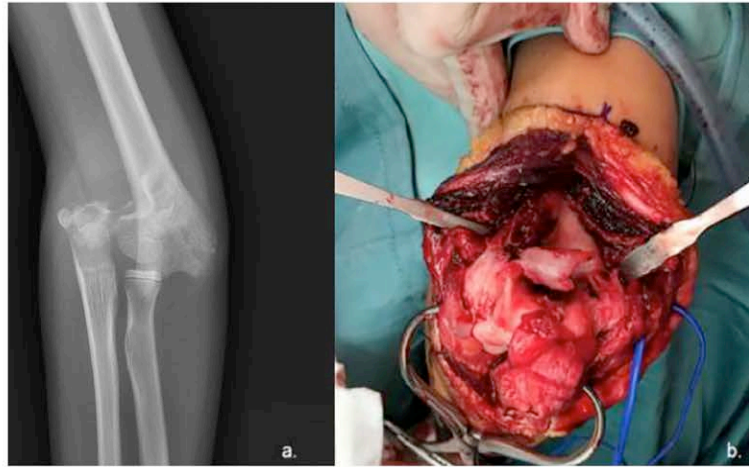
a. Antero-posterior X-ray showing a supracondylar elbow fracture. b. Intraoperative image of the supra-intercondylar elbow fracture seen through the Newcastle approach. Note the reduction clamp stabilizing the supracondylar segment and the olecranon integrity.
